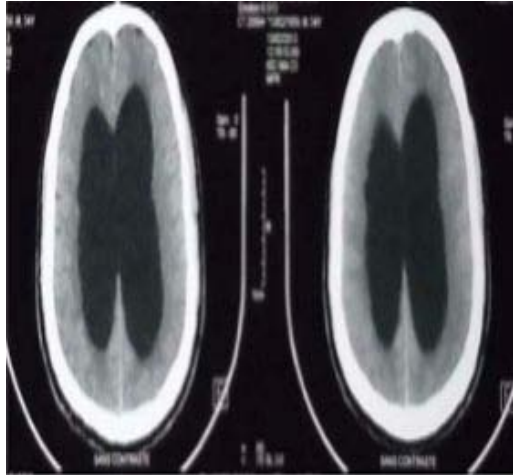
TDM cérébrale en fenêtre parenchymateuse sans injection de produit de contraste montrant la présence d'une importante dilatation du system ventriculaire réduisant l'index cortical
